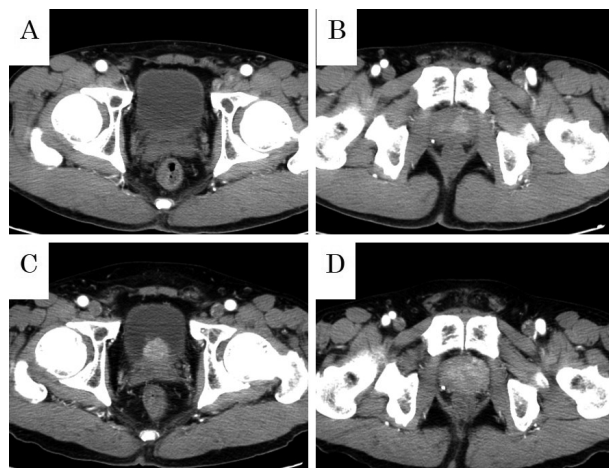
A and B : Enhanced CT images before initiation of CAB. Only the left lobe of the prostate is enhanced.
